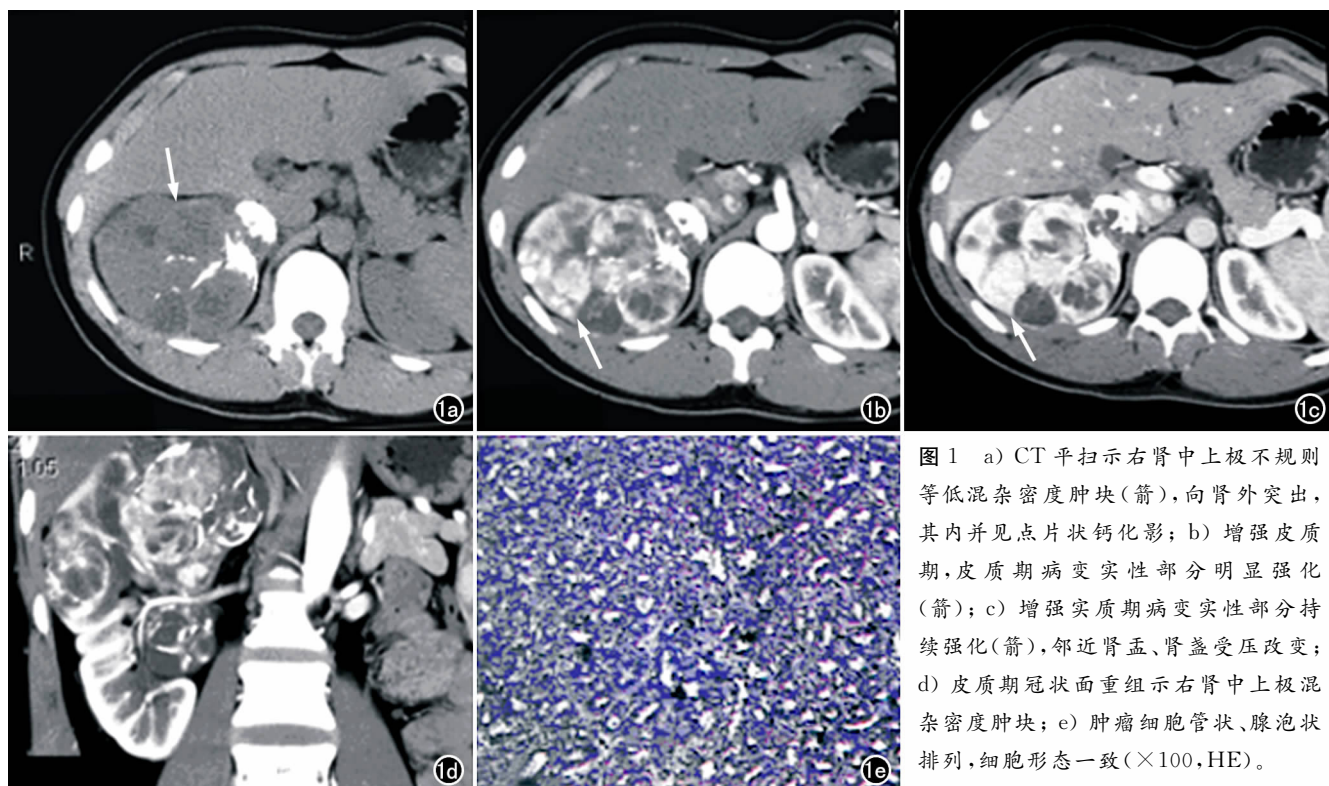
a) CT 平扫示右肾中上极不规则等低混杂密度肿块(箭),向肾外突出,其内并见点片状钙化影; b) 增强皮质期,皮质期病变实性部分明显强化(箭); c) 增强实质期病变实性部分持续强化(箭),邻近肾盂、肾盏受压改变; d) 皮质期冠状面重组示右肾中上极混杂密度肿块; e) 肿瘤细胞管状、腺泡状排列,细胞形态一致(×100, HE)。
